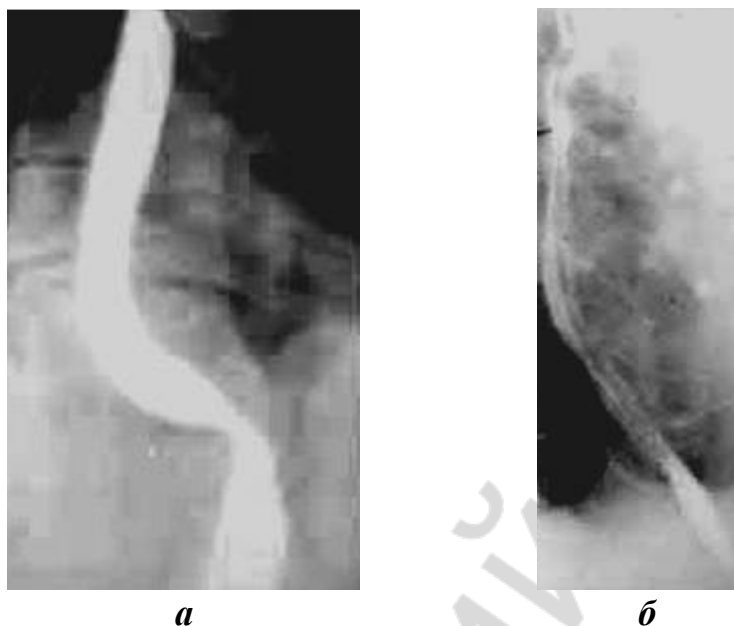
Рентгенограмма нормального пищевода:
